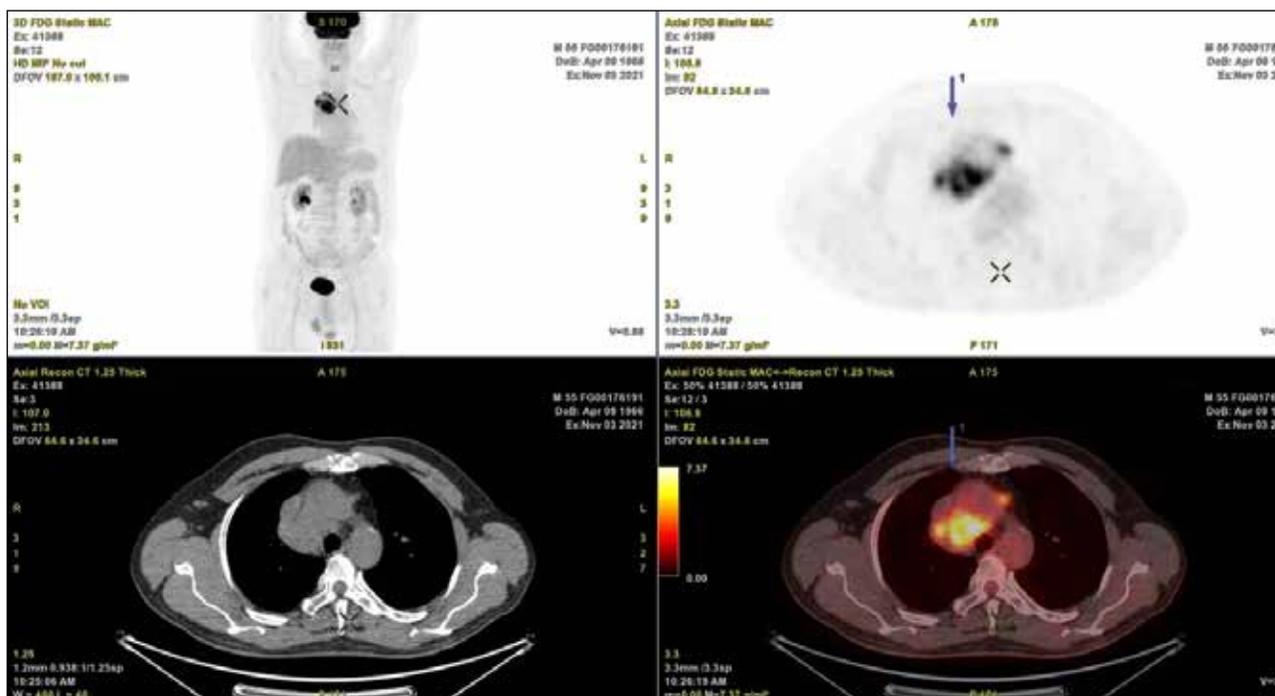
Контрольная ПЭТ КТ от 11.2021 — зарегистрирована прогрессия заболевания
